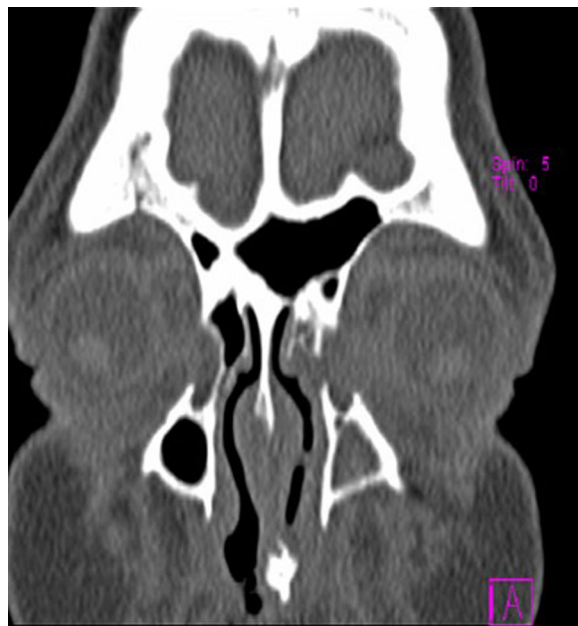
Corte coronal de TAC donde se observa la obstrucción ósea del conducto nasolagrimal derecho y una pérdida de la solución de continuidad a nivel de la pared medial del saco lagrimal izquierdo.
